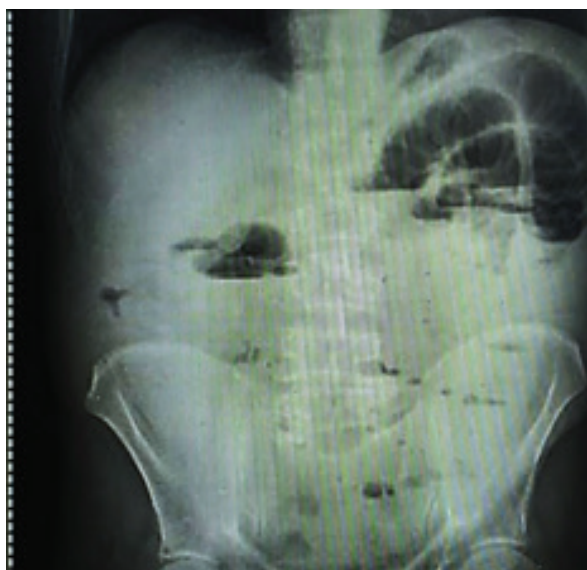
Рентгенография брюшной полости (раздутые петли кишечника с наличием множества горизонтальных уровней жидкостей и воздуха (чаши Клойбера), единичные арки)
